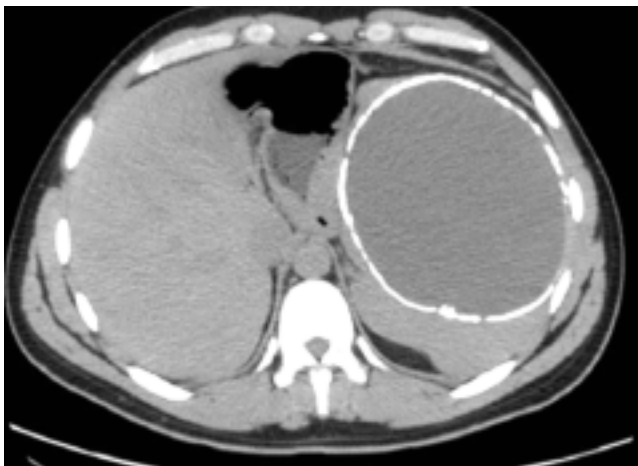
Tomografía simple en plano axial observando la imagen anteriormente descrita dependiente del bazo y que desplaza medialmente al estómago.
